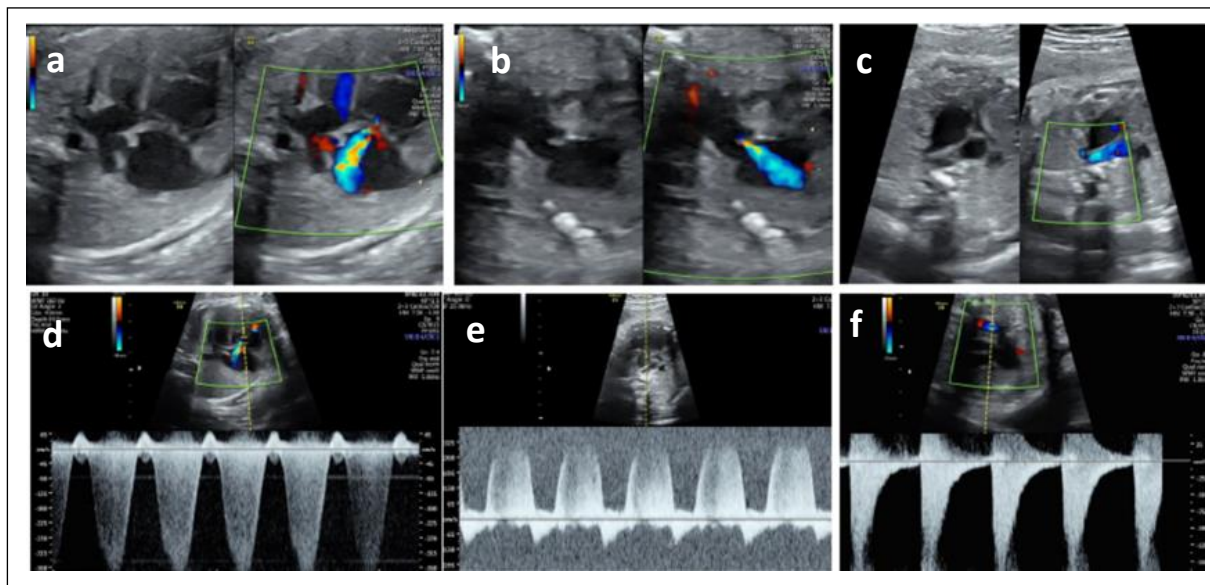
Alta sospecha de CoA (tener presente alta tasa de FP). a, b. Plano de 4C apical, oblicuo 45°, en el que se puede ver la discordancia entre la válvula tricúspide (a) y mitral (b), medidas en diástole. c, d. Corte 3VT. Discordancia entre *ductus* arterioso e istmo aórtico. La aplicación de Doppler color pone de manifiesto la presencia de flujo retrógrado a nivel de Istmo.
